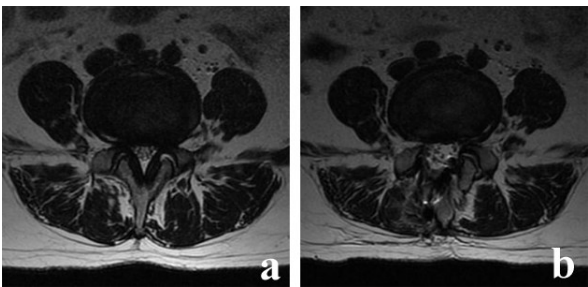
老年腰椎管狭窄症行经皮内镜下单侧入路双侧减压术前后腰椎 MRI
